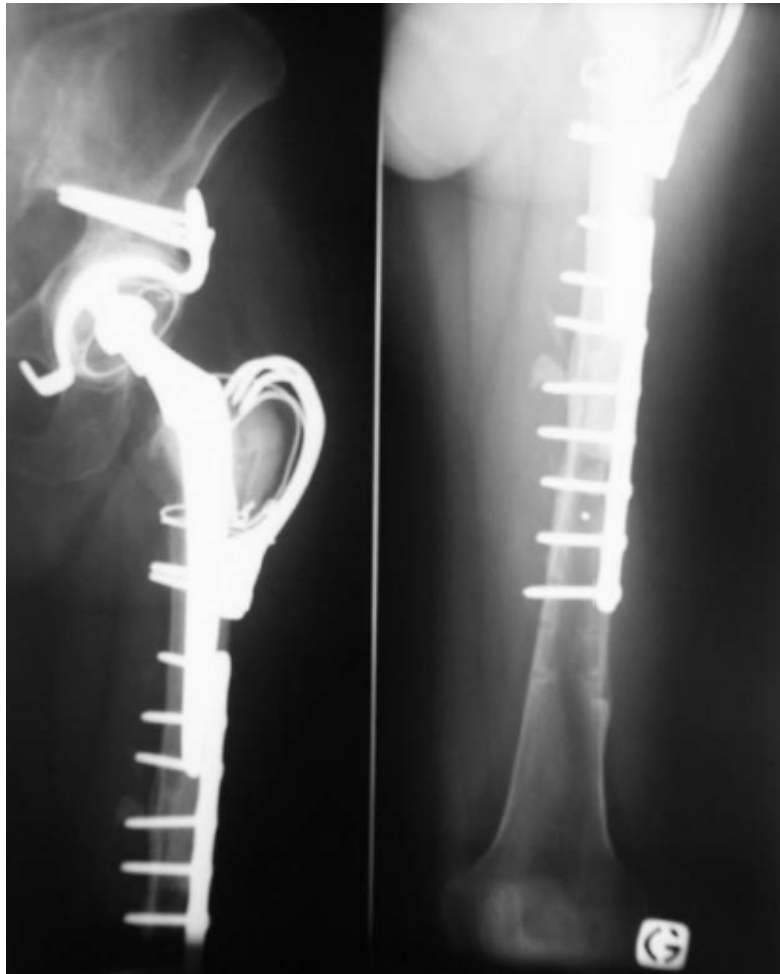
Radiographie de la hanche gauche :Reprise d'une prothèse totale de la hanche avec reconstruction cotyloïdienne, trochantérienne et fémorale [33]
